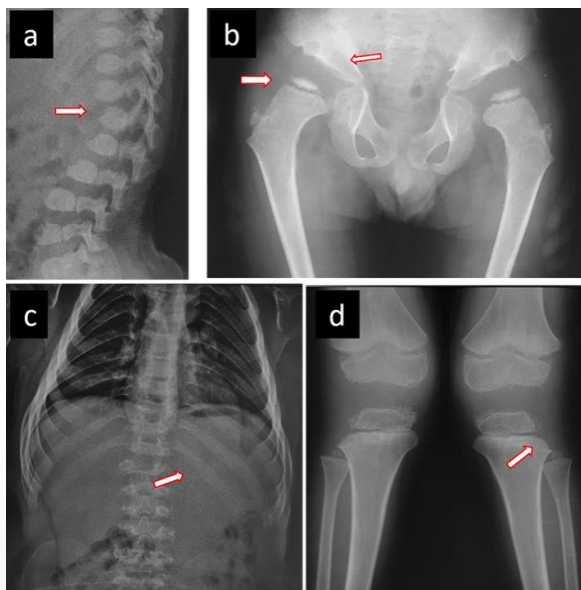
Radiographic features in an MPS IV A male patient
